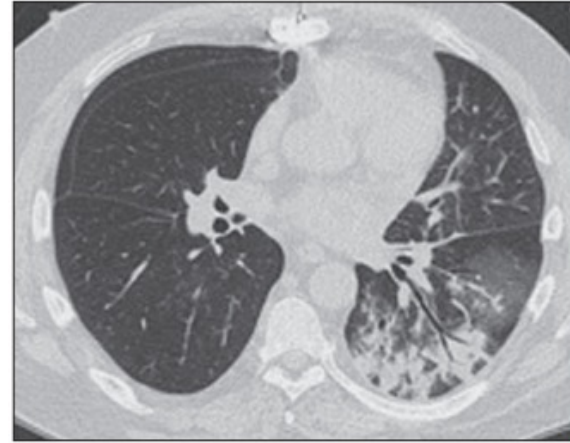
Multifocal pneumonia due to parainfluenza virus (PIV) in 54-year-old man who had received bilateral lung transplants; patient presented with complaints of cough and dyspnea. A and B, CT images show areas of consolidation and ground-glass opacity in both lower lobes. No pathogen other than PIV was recovered from respiratory secretion.
